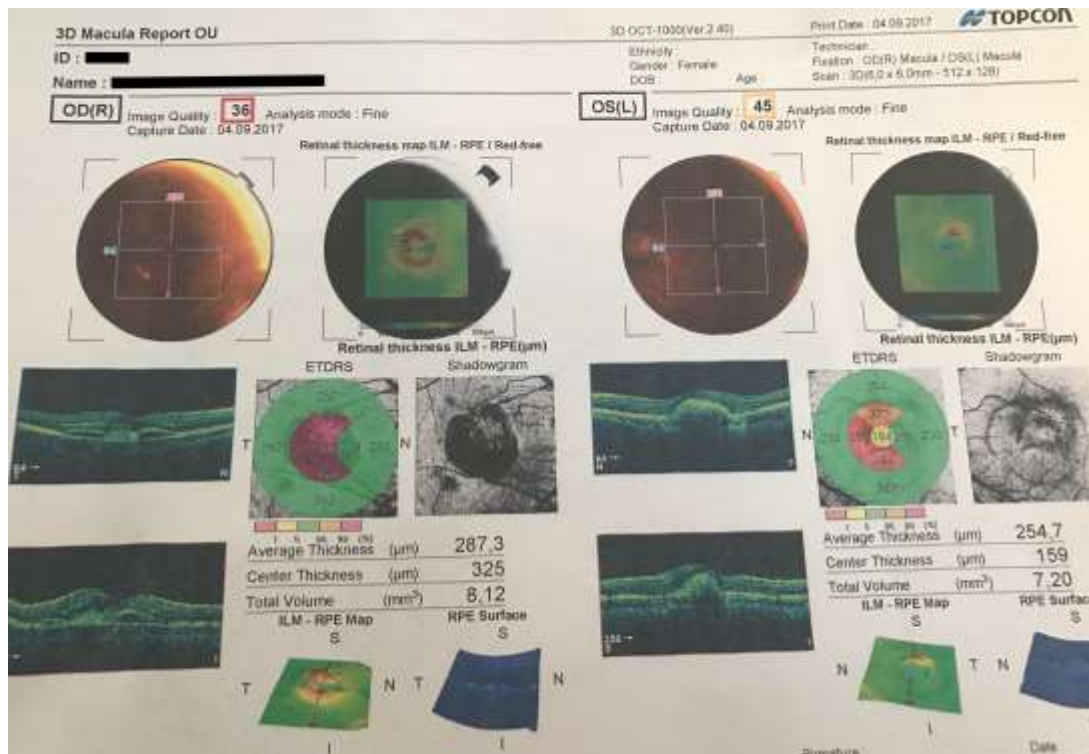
Томограма пацієнтки із «вологою» формою ВДМ
